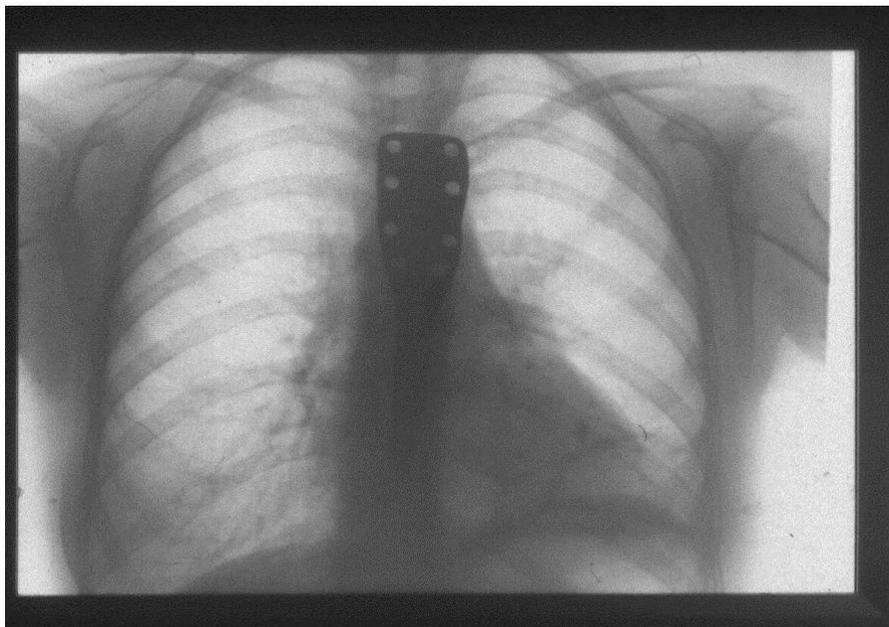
Прямая рентгенограмма грудной клетки больной Ш., 20 лет через 1 год после операции: органы средостения и легкие без патологии. Установленный в дистальный конец грудины протез из титана – сплав ВТ-100, прочно фиксирован в тканях. ИБ № 42264
